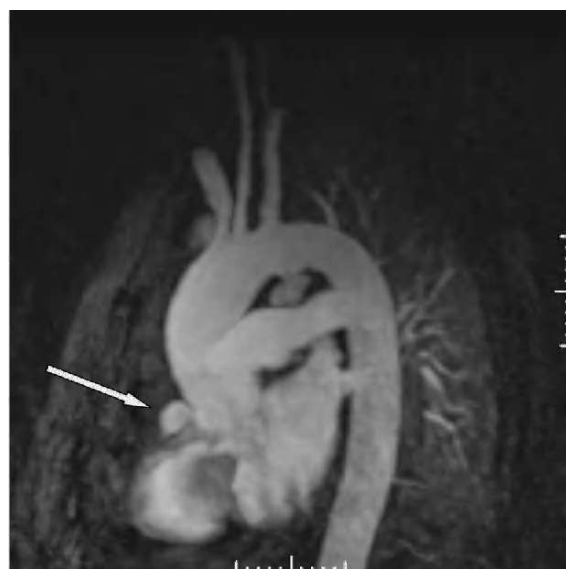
Angiorresonancia magnética nuclear torácica: dilatación aneurismática de arteria coronaria derecha.
